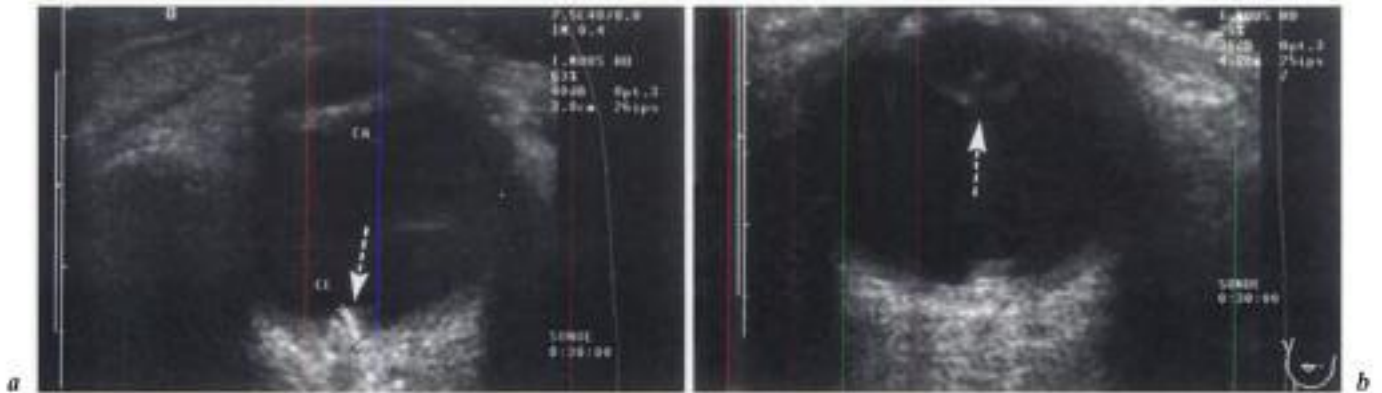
Corps étranger minéral intra-oculaire (invisible au fond d'œil et en radiographie standard).
